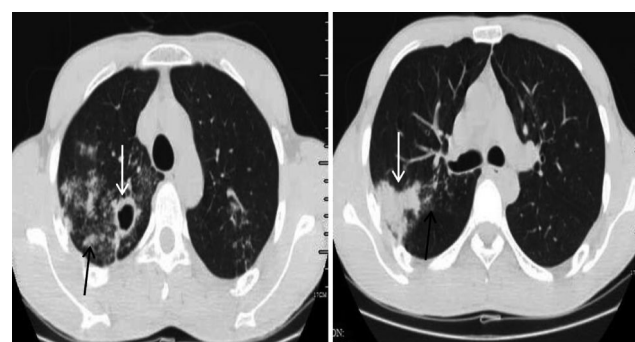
~6 同一患者,男,25 岁,右侧胸痛数年,图 E,CT 示右肺上叶后段厚壁空洞影(白箭),周围磨玻璃影及小叶样实变影(黑箭),图 F,CT 示右肺上叶后段边界模糊的实变影(白箭),周围见磨玻璃影(黑箭)
